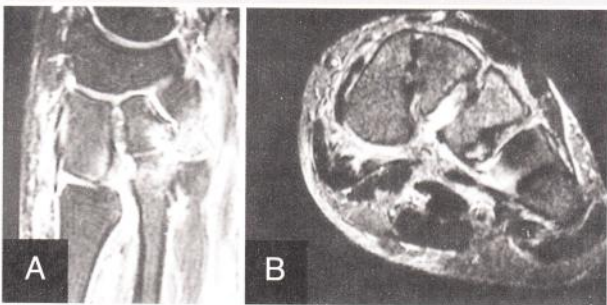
Imágenes de RMN: A. subluxación de la primera articulación cuneo-metatarsiana; B. lesión típica del mecanismo de eversión + rotación = ligamentos plantares.
